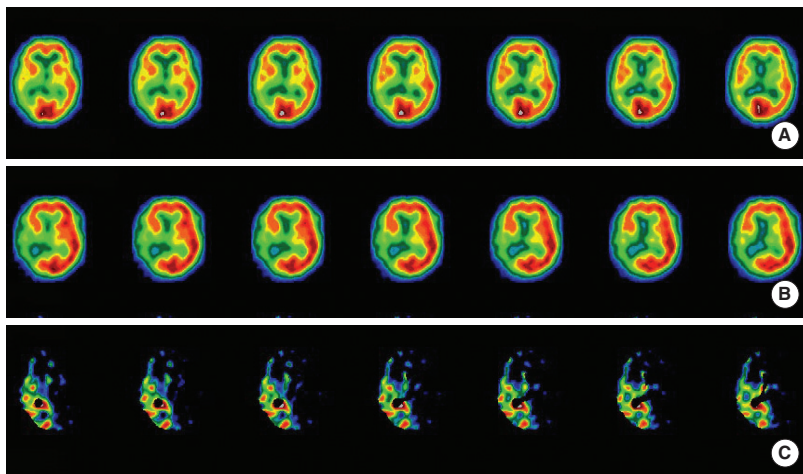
Serial axial image of ^{99m}Tc -ECD SPECT (A, B) and Subtracting image (C). The images were obtained at the age of 34 (A) and 37 (B). They show mild to moderate hypoperfusion areas in right temporo-parietal lobes (A), marked hypoperfusion areas in right fronto-parieto-temporal lobes (B). The image (C) subtracted follow-up (B) from baseline (A) shows significant differences of cerebral perfusion.
